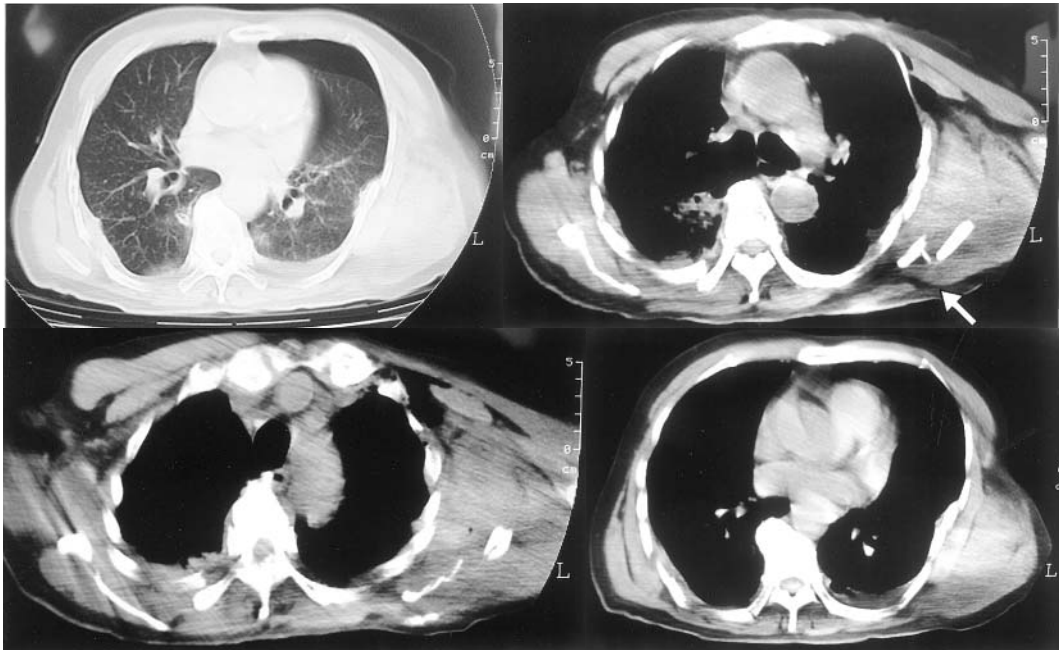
胸部 CT (⇨ : 軟部組織の不連続性を認める)
